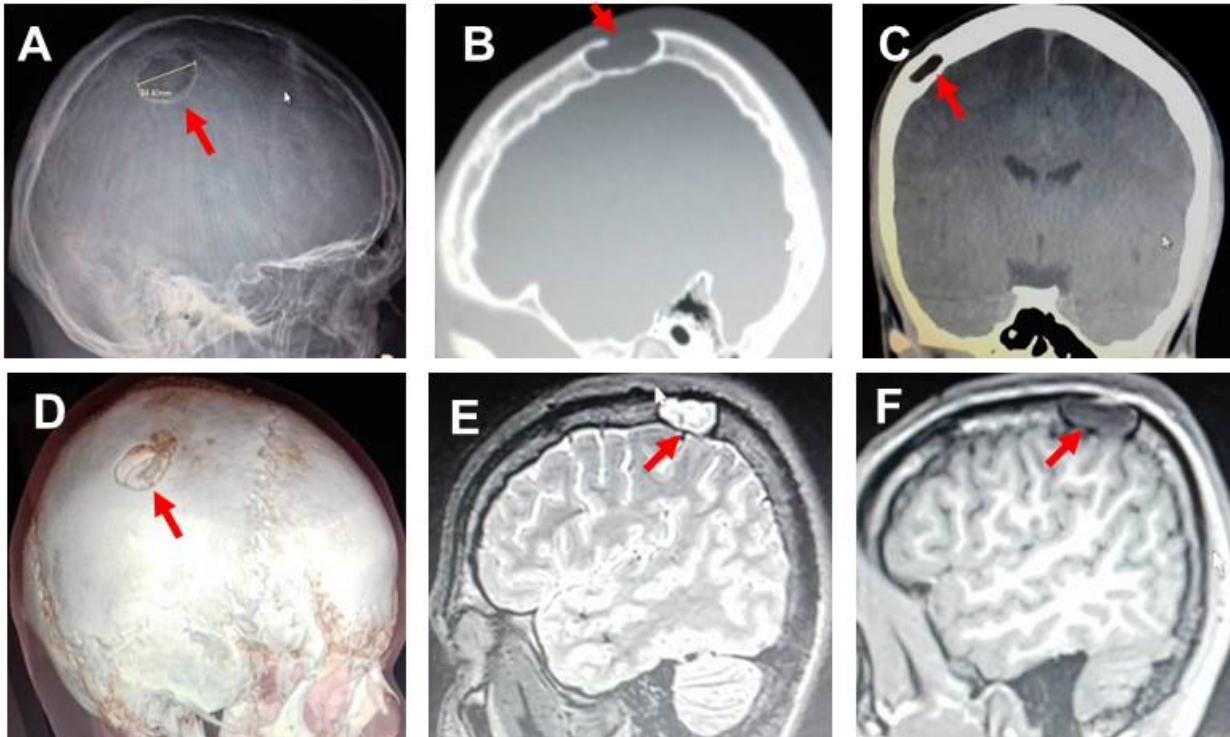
A. Radiografía de cráneo simple lateral, la flecha roja muestra lesión bien definida y osteolítica con bordes escleróticos. La TC en reconstrucción sagital (B) y coronal (C) evidencia lesión intradiploica con afinamiento de las tablas interna y externa con ruptura de la cortical externa (B) y en la reconstrucción 3D (D). En las IRM, la lesión es hiperintensa en T2 (flecha roja en E) e hipointensa en T1 (flecha roja en F).
